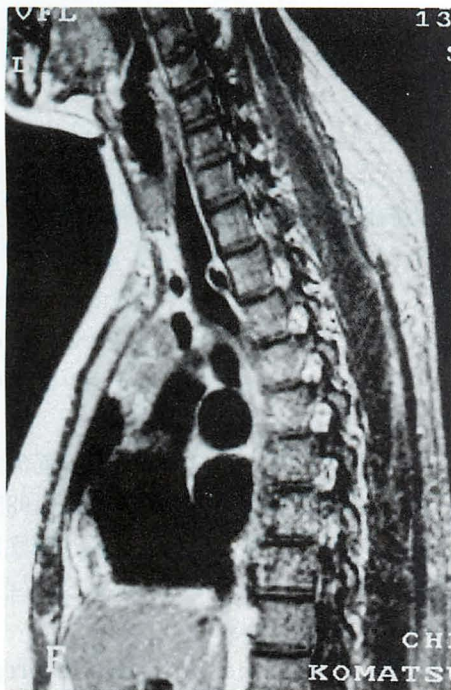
Sagittal T2-weighted MR image demonstrates thymoma in antero-superior mediastinum.
